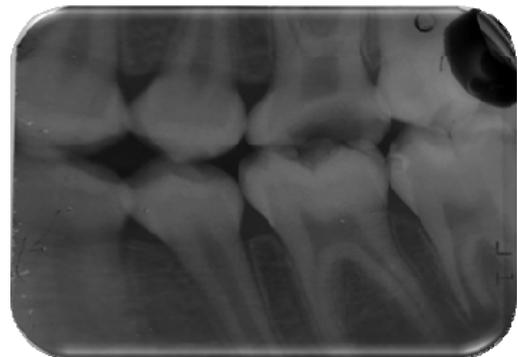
Radiografía coronal preoperatoria
